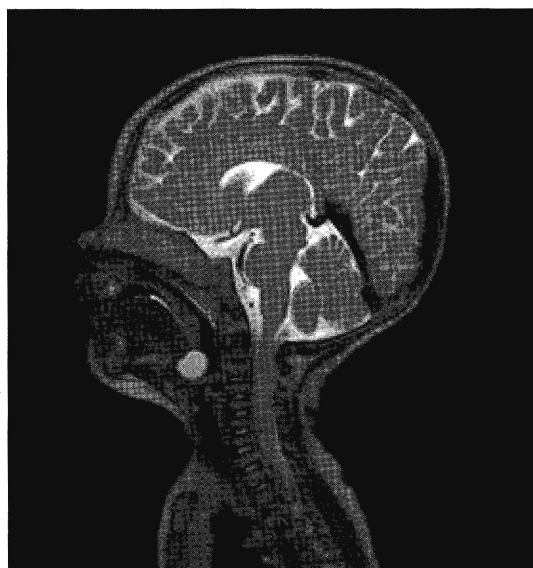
T2 weighted image of MRI
